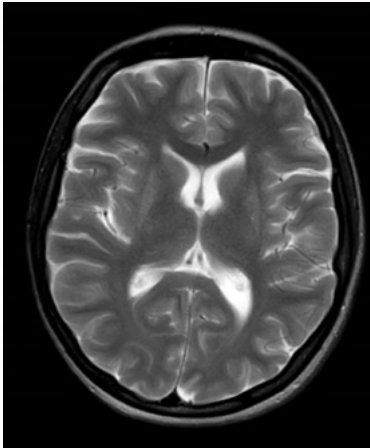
RMN de cráneo. Secuencia en T2. Se observan surcos cerebrales frontales y occipitales pronunciados.
